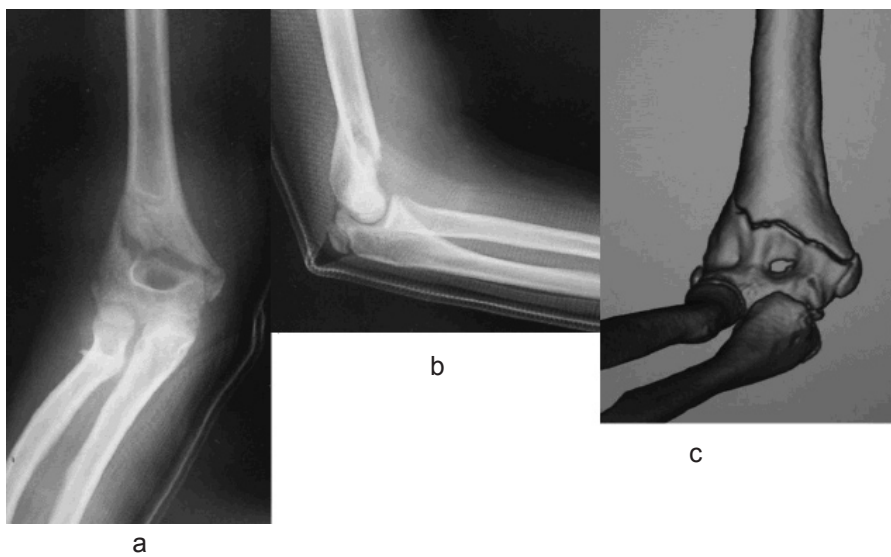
術前単純X線像 a. 正面 b. 側面 c. 3DCT像
